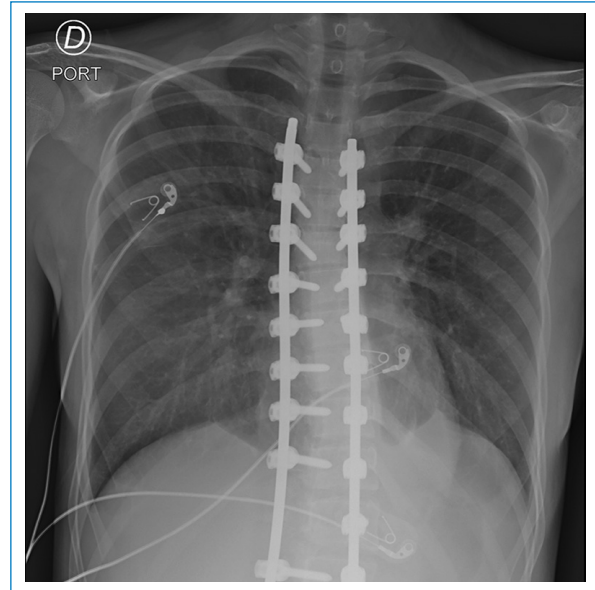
Radiografía de tórax portátil a las 72 horas de evolución, sin signos de derrame pleural y ausencia de infiltrados alveolares o intersticiales.
